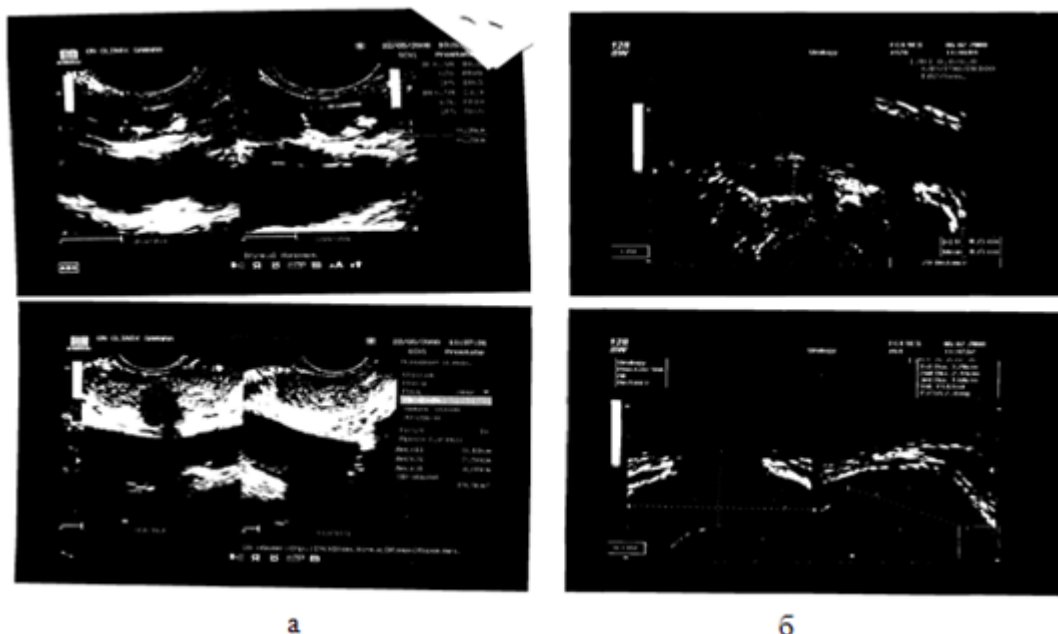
Трансректальное УЗИ предстательной железы
